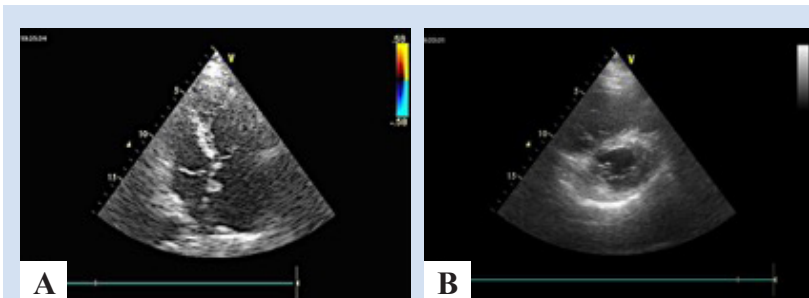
Результаты трансторакальной эхокардиографии: А – дилатация правых камер сердца; В – парадоксальное движение межжелудочковой перегородки
